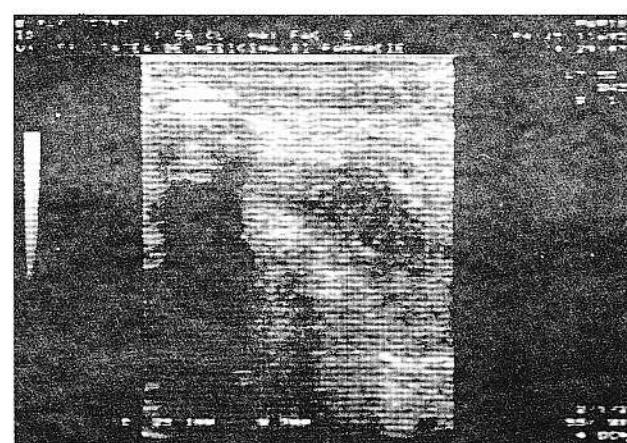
Aspect ecografic de tumoră malignă a glandei submandibulare stângi.
